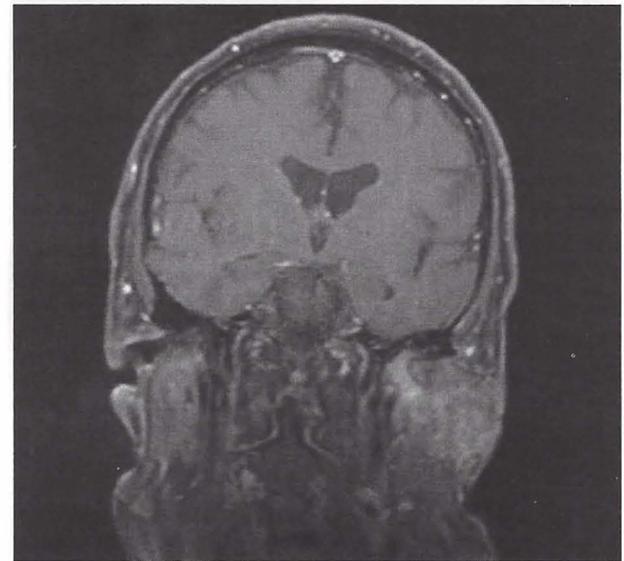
RM corte coronal.
